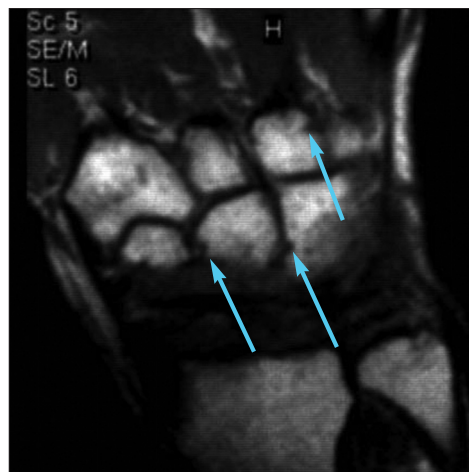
Множинні ерозії в кістках зап'ясті у хворого на РА на МРТ-зображенні
